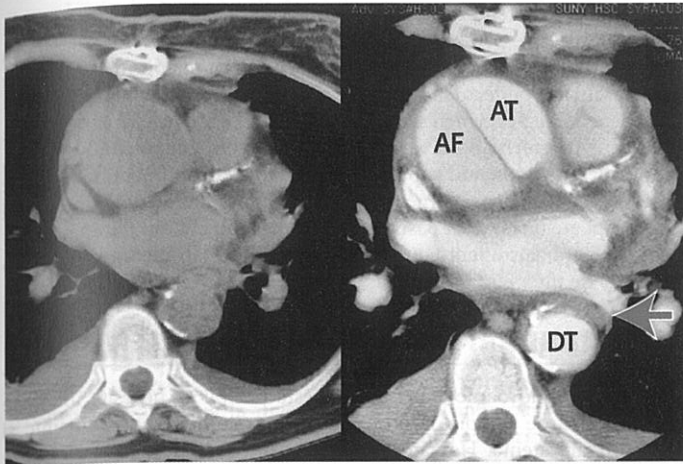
Imaginea CT a disecției de aortă de tip A. Lumenul adevărat și cel fals este prezent în aorta ascendentă și descendentă (săgeata arată lumenul fals descendent) în imagini cu contrast (*stânga*) și fără contrast (*dreapta*). AF = lumen fals ascendent; AT = lumen adevărat ascendent; DT = lumen adevărat descendent.
